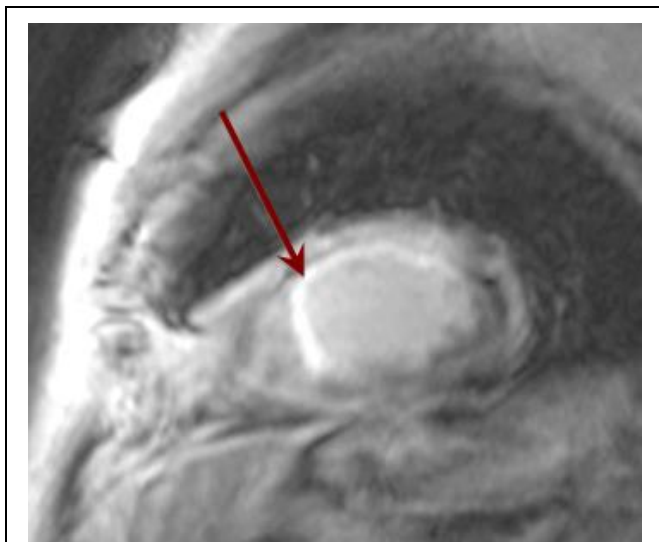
МР-томограмма с контрастным усилением.
